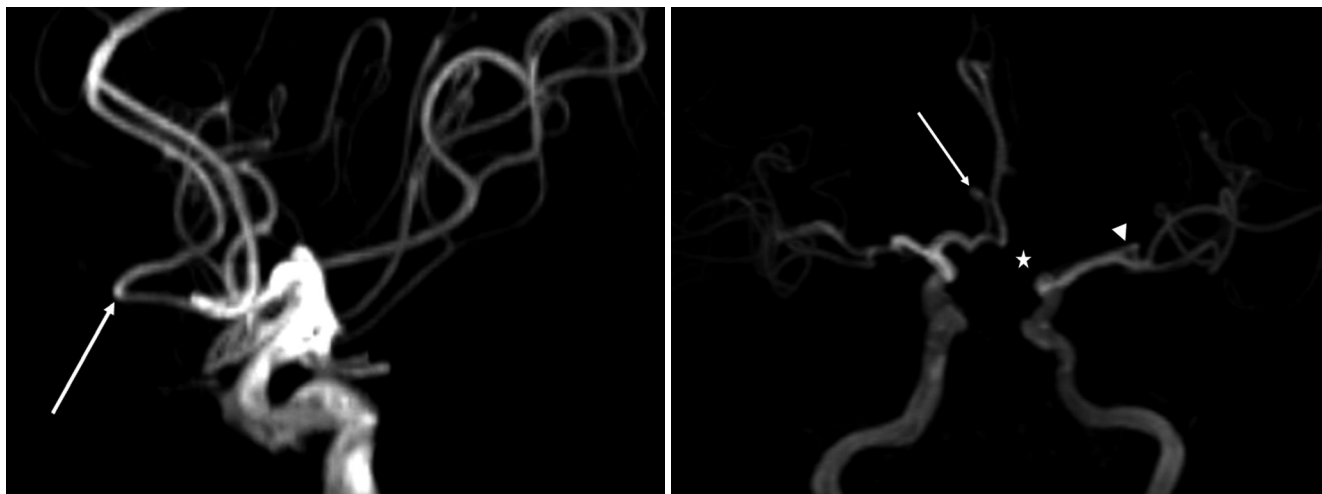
Case 22. A 58-year-old male for evaluation of transient ischemic attack. Lateral (A) and half inferosuperior (B) projections of the time of flight magnetic resonance angiography show right persistent primitive olfactory artery (white arrow). There are fenestration in M1 portion of the left middle cerebral artery (arrowhead) and hypoplastic A1 portion of the left anterior cerebral artery (star).
